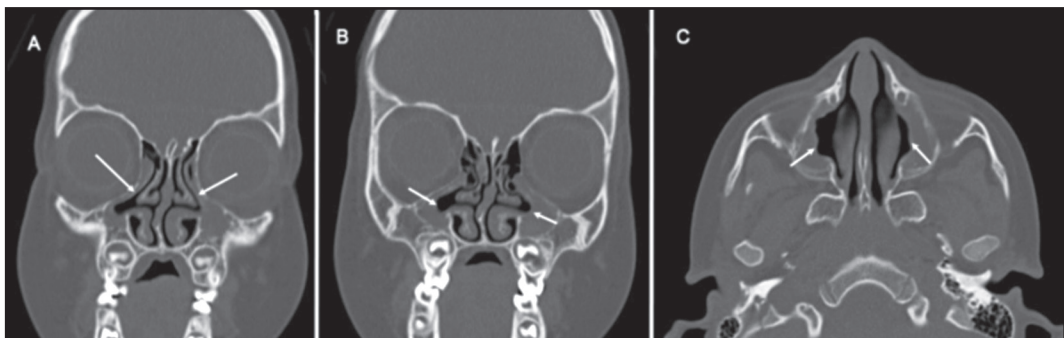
Tomografía computarizada de CPN a los 3 años: (A) corte coronal: Las flechas muestran atelectasia de apófisis unciforme bilateral, adherida a la órbita. (B) Corte coronal y (C) corte axial: Las flechas muestran lateralización de la pared medial de ambos senos maxilares.
